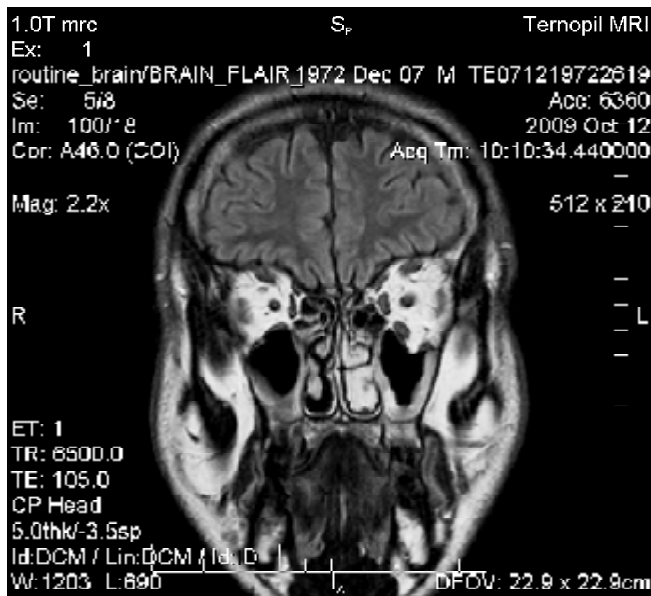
Хворий Щ., 37 років. Комп'ютерна томограма приносових пазух, коронарна проекція. Нерівномірне потовщення слизової оболонки обох верхньощелепних пазух.
